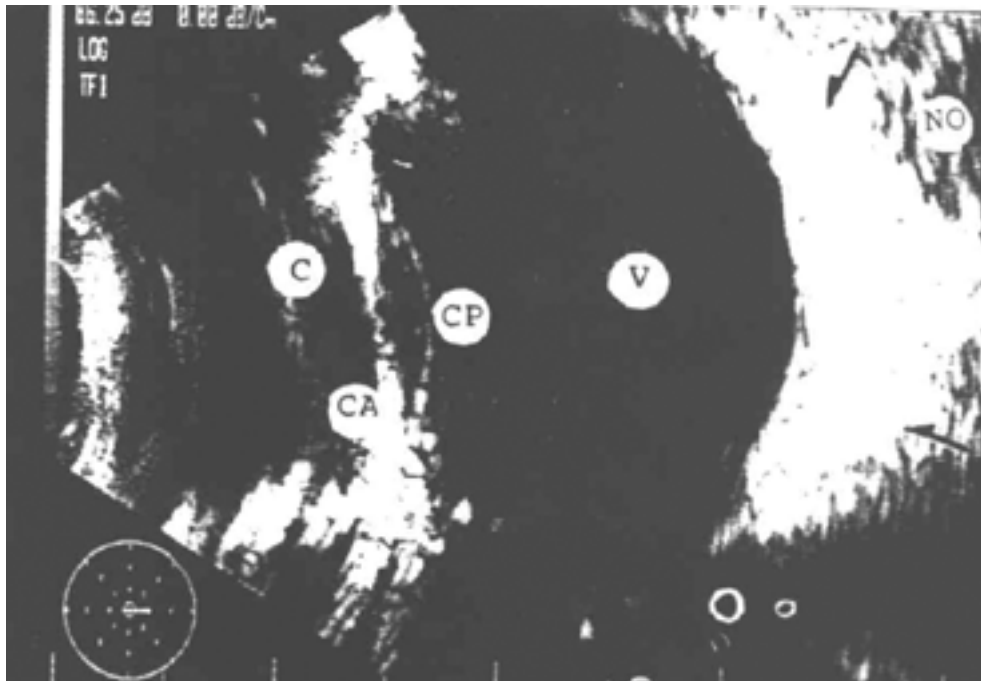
Ecografía bidimensional modo B con técnica de inmersión. Las estructuras oculares se aprecian en diferentes tonos de gris; C, línea corneal; CA, cámara anterior; CP cápsula posterior; V, vítreo; NO, nervio óptico; flechas, tejido orbitario. Compárense estas imágenes con el modo A de la figura 1.
